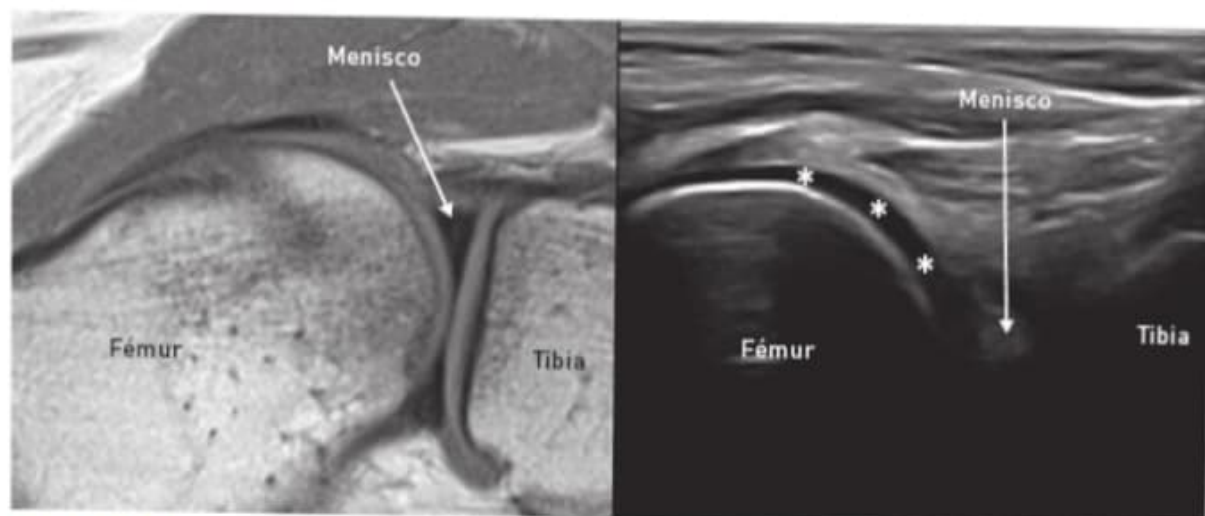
Imagen comparativa de RMN y ecografía de estructuras de la cara posteroexterna de la rodilla. *: cartilago femoral.
